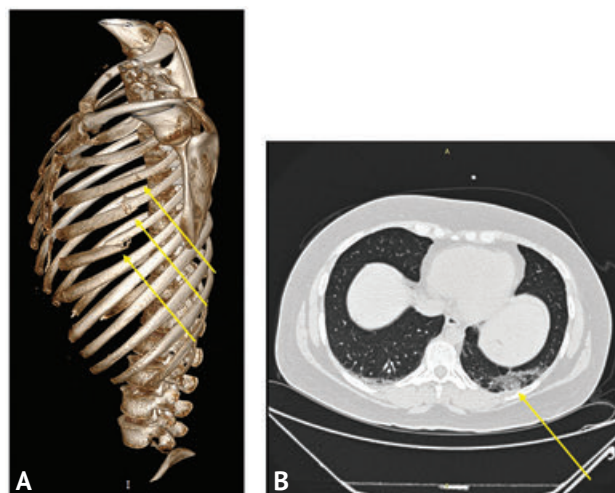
Компьютерно-томографические сканограммы грудной клетки больной М. А — множественные переломы рёбер слева (3D-реконструкция); В — консолидация в задних отделах нижней доли левого лёгкого (ушиб)
